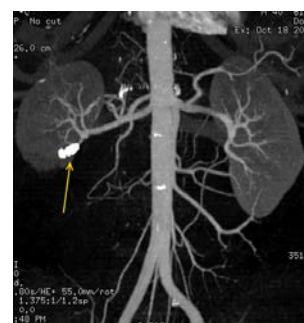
Мультиспиральная компьютерная томография. МПР, сосудистая фаза. В месте отхождения ветви правой нижнесеgmentарной почечной артерии визуализируются металлические спирали (стрелка)
